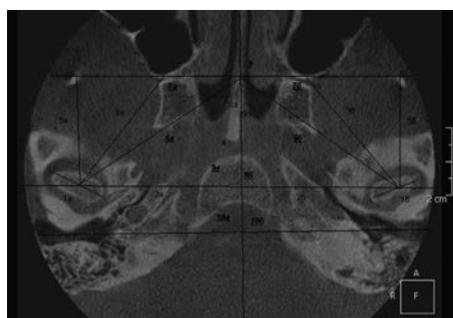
КТ ВНЧС в аксиальной проекции
